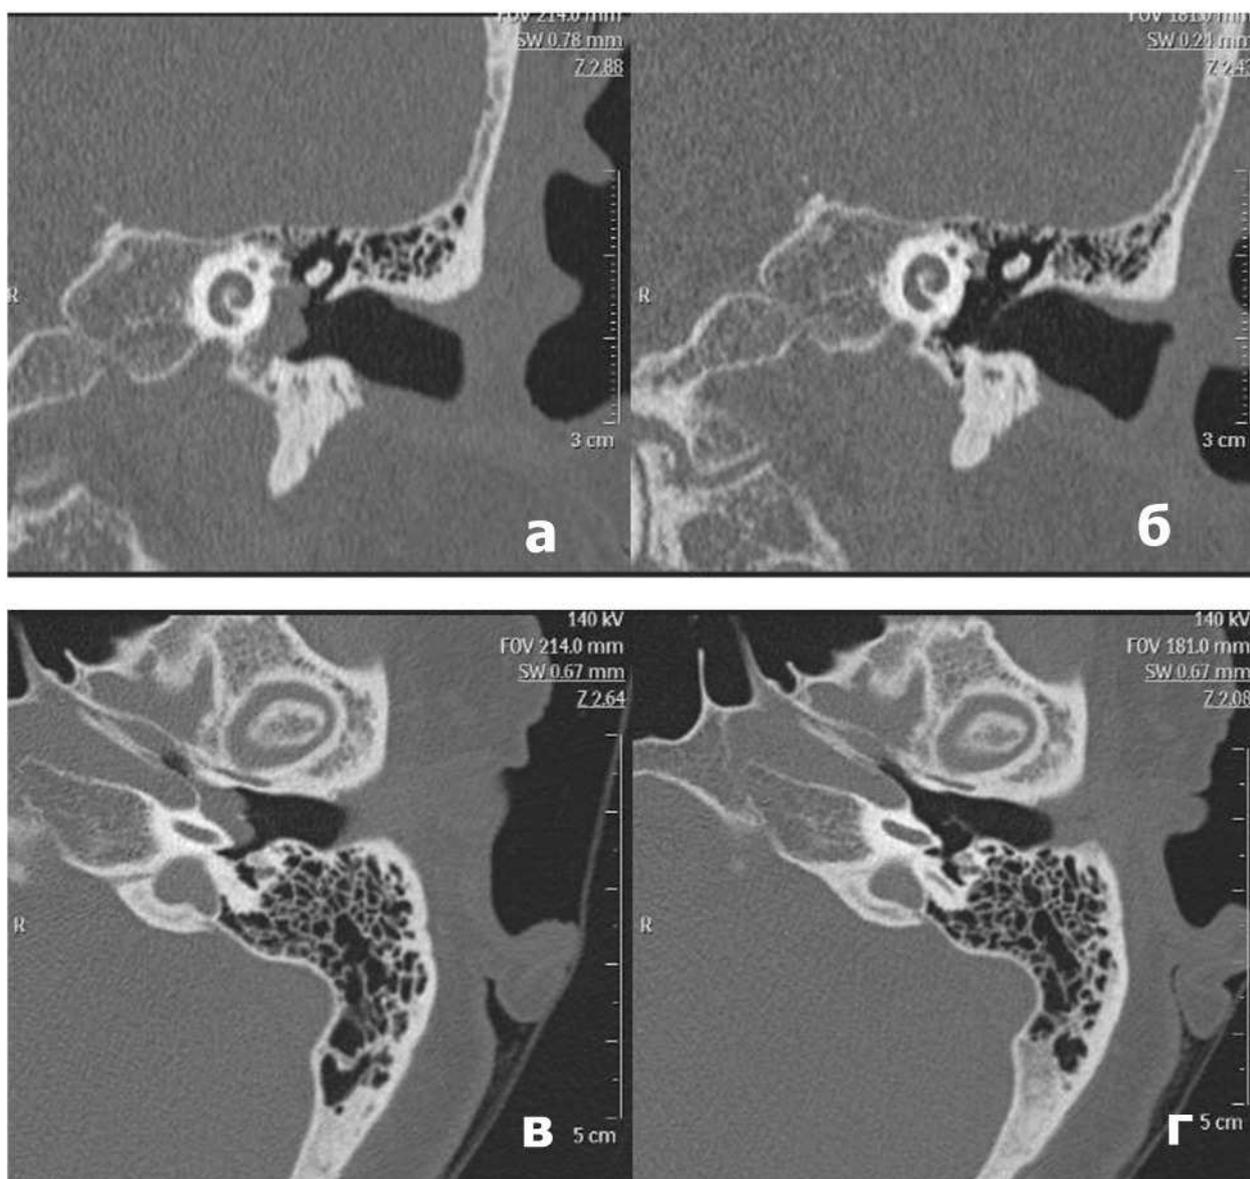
СКТ левой височной кости больной Д. в коронарной (а, б) и аксиальной (в, г) проекциях: а, в – до операции; б, г – через 1,5 года после операции.
